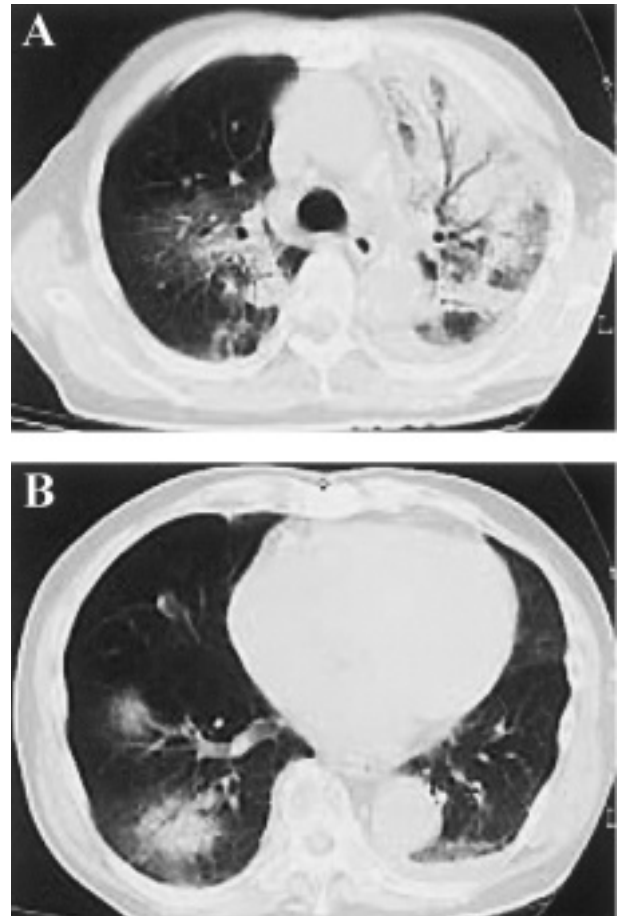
入院時の胸部 CT 所見. (A) 左上葉および (B) 右下葉に浸潤影を認めた.
